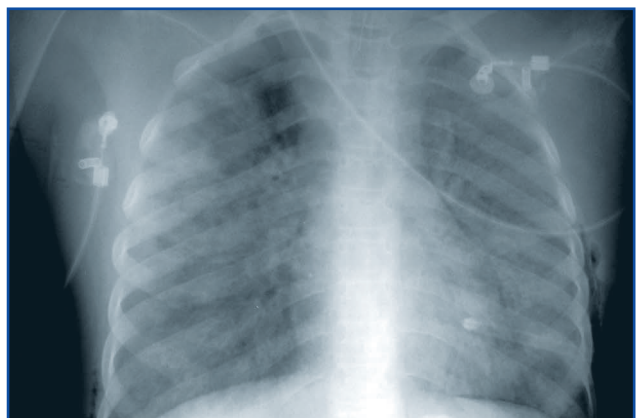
Рентгенограма ОГК дитини Н. від 26.04.16
